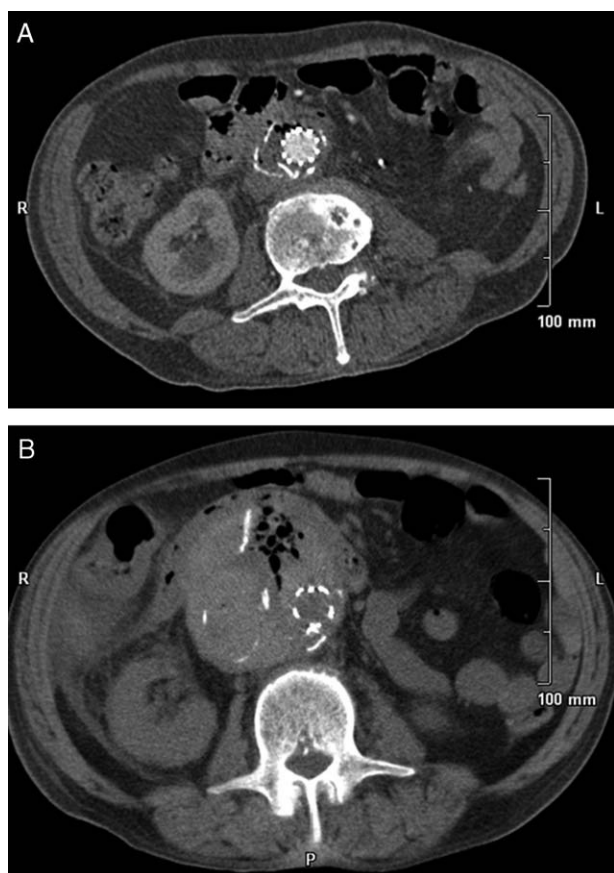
Angio-TC. A. El saco aneurismático ha perdido su diámetro y contenido, evacuado por vía digestiva. Endoprótesis en su interior, presencia de burbujas de gas. B. El saco aneurismático se encuentra lleno de contenido, trombo y gas. Endoprótesis en su interior.
